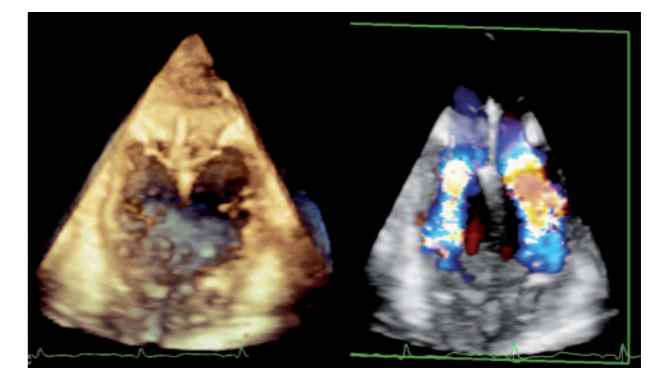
Immagine ecocardiografica transesofagea tridimensionale in seguito a successo di impianto MitraClip.
